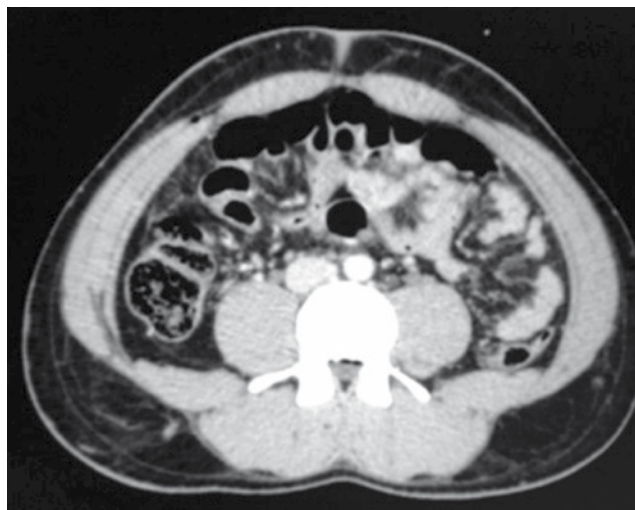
Caso 2. Tomografía abdominopélvica que muestra adenomegalias precavas, preaórticas e intercavaoórticas.
